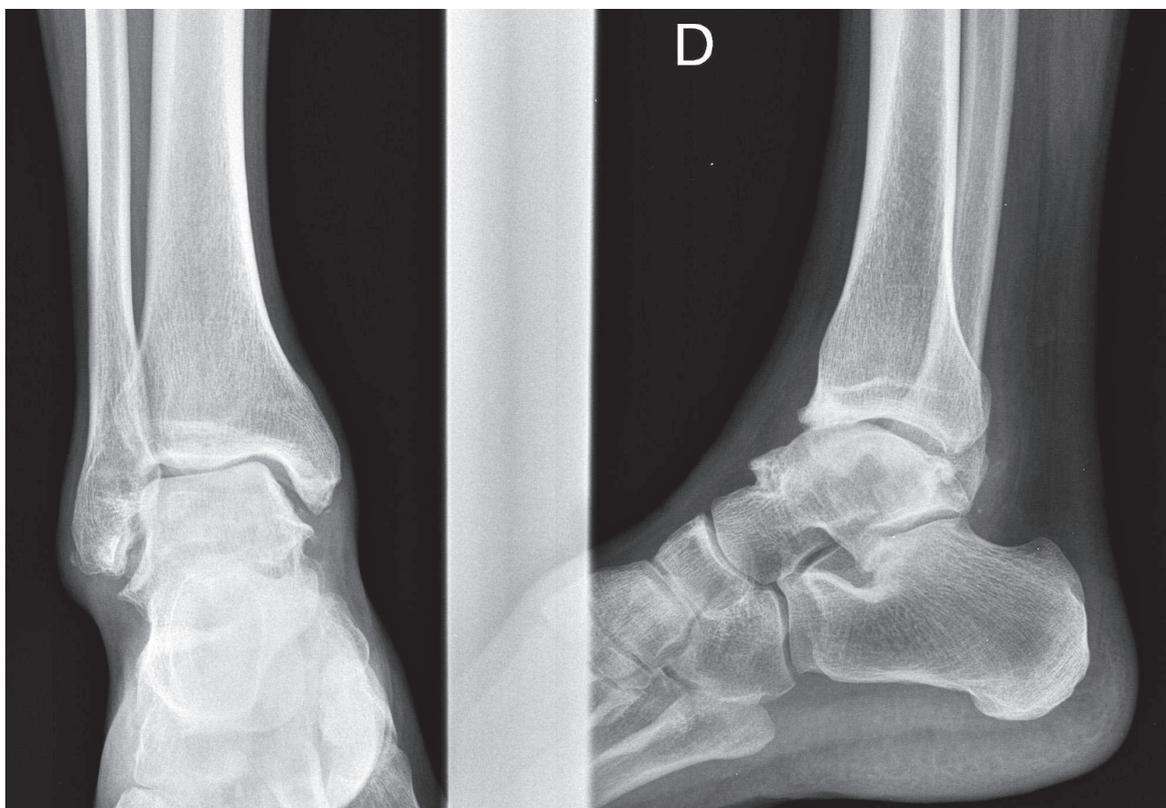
Radiografías anteroposterior y lateral de tobillo derecho que muestran signos degenerativos incipientes.
